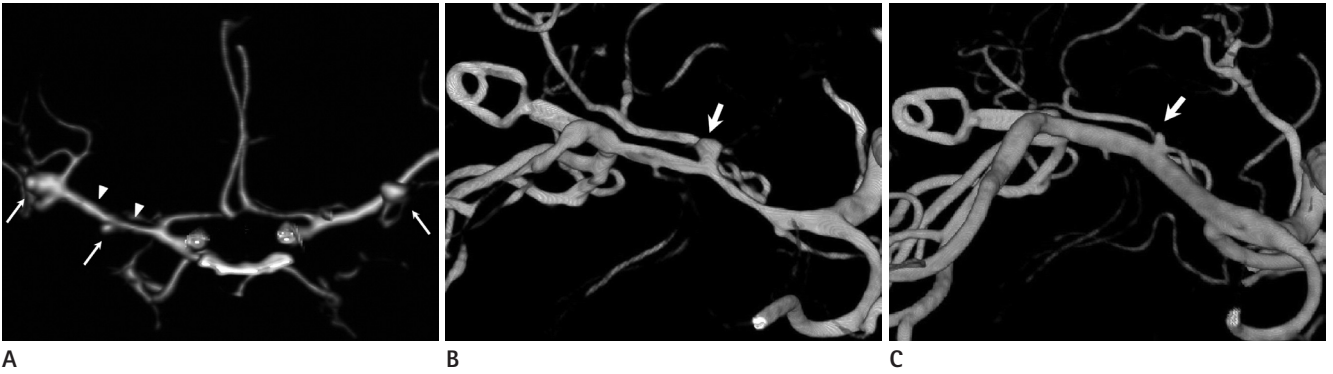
Preoperative CT angiography (A) reveals multiple aneurysms (arrows). The right MCA is diffusely narrowed compared with the contralateral side, which suggests vasospasm (arrowheads). Rupture of the aneurysm at the right MCA bifurcation was confirmed intraoperatively. DSA taken on day 10th after operation (B) reveals vasospasm of right MCA and an unruptured aneurysm (arrow) at the origin of the anterior temporal artery. On the follow-up DSA taken three months after the operation (C) shows resolution of vasospasm and significant size reduction of the aneurysm (arrow).
